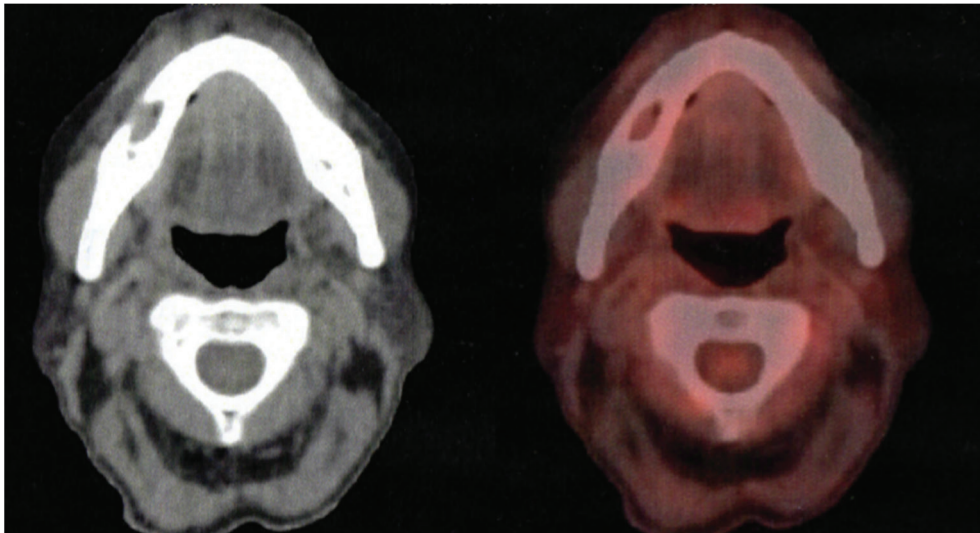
PET/CT demonstrando lesão osteolítica, com áreas de ruptura na cortical anterior, situada na porção direita do corpo da mandíbula, com 18F-FDG negativo para tumor viável com aumento de metabolismo glicolítico.
